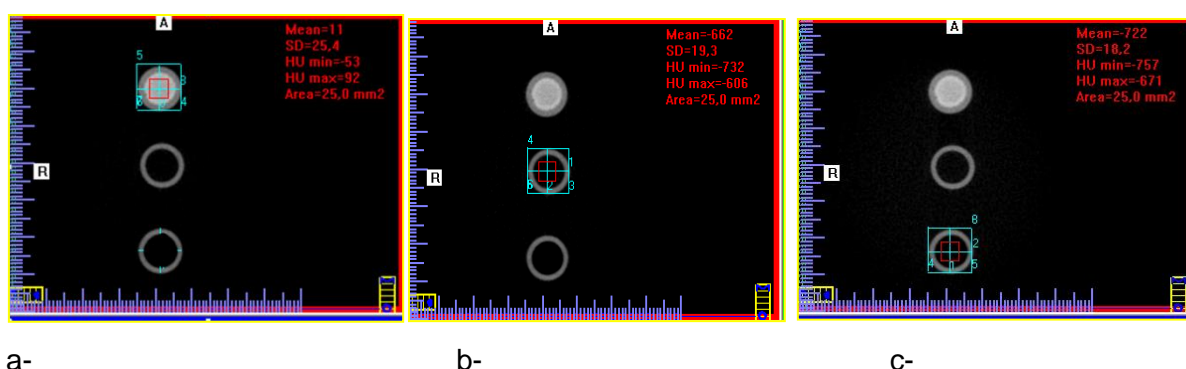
Imagem por tomografia computadorizada de feixe cônico em uma vista axial, com as médias de densidade para o gesso odontológico (a), água destilada (b) e óleo (c).
